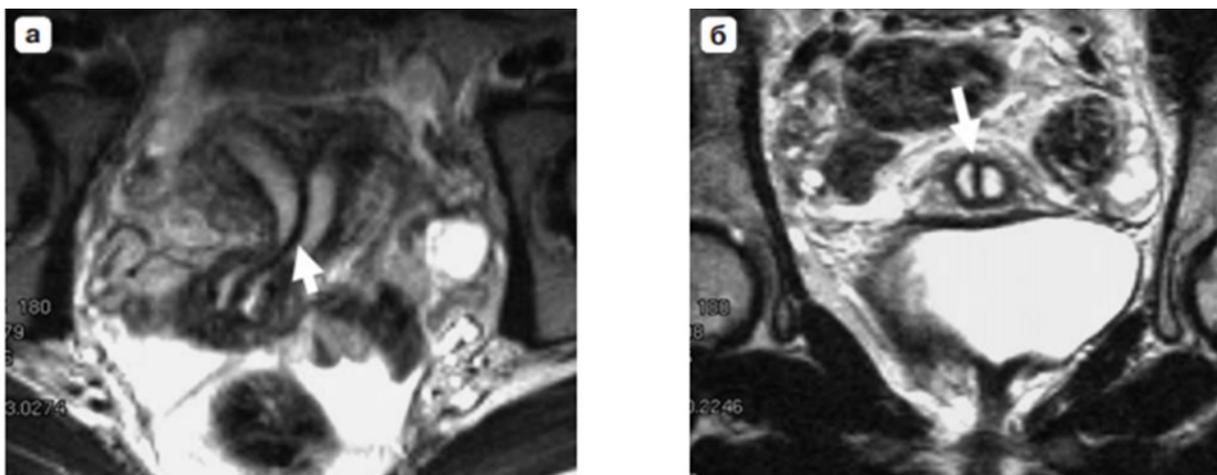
Полная внутриматочная перегородка с двумя цервикальными каналами. а – аксиальная, б – коронарная МРТомограммы, T2ВИ: наблюдается линейная структура, расположенная вдоль полости тела матки, распространяющаяся на шейку и цервикальный канал (стрелки).
